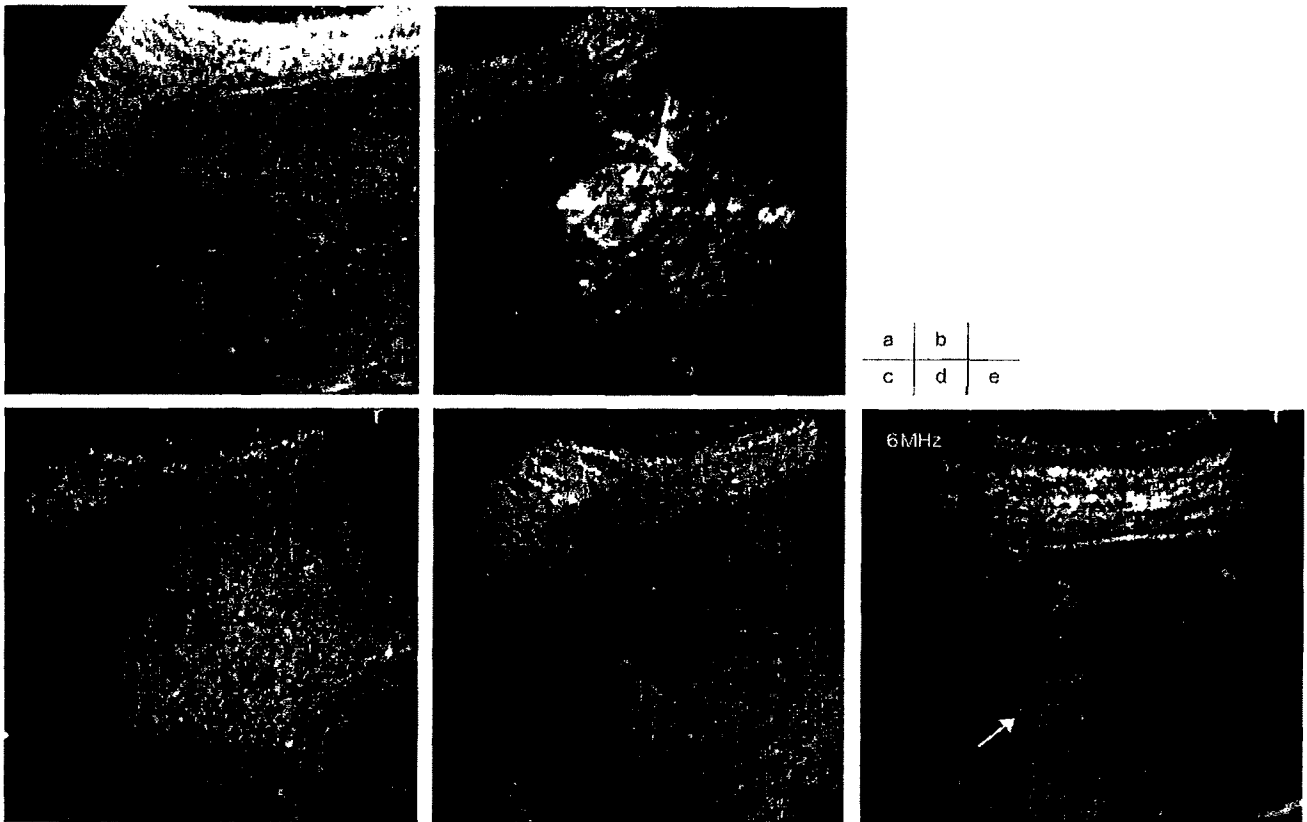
高周波プローブ(6MHz)によるソナゾイド造影超音波検査が肝がんの性状診断に有用であった症例
